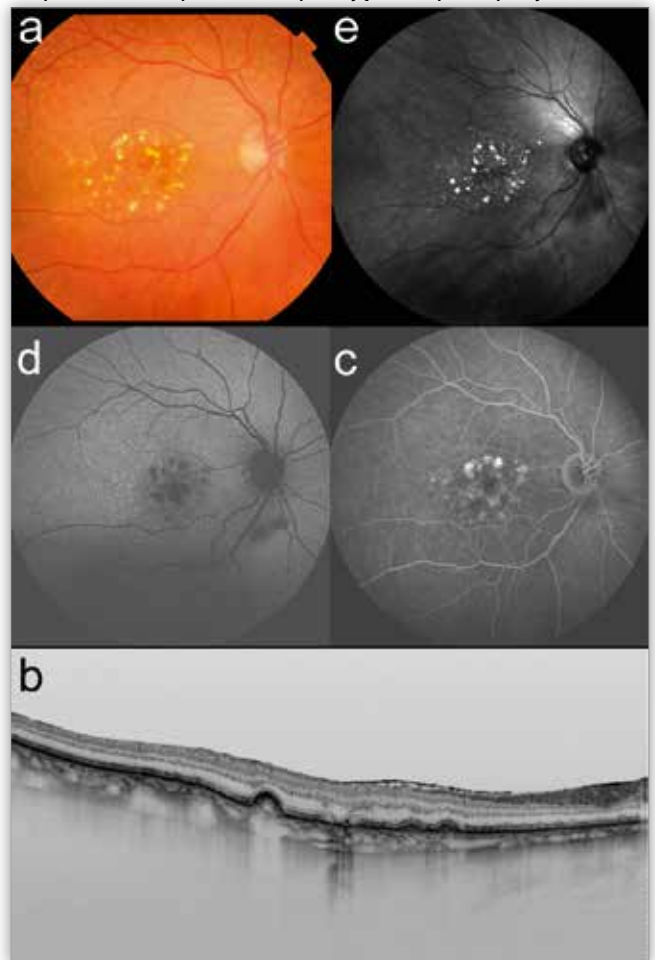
Druzoidalne odwarstwienie nabłonka barwnikowego: a. – kolorowe zdjęcia dna oka, b. – swept-source optyczna koherentna tomografia, c. – angiografia fluoresceinowa, d. – autofluorescencja, e. – zdjęcie w podczerwieni.
